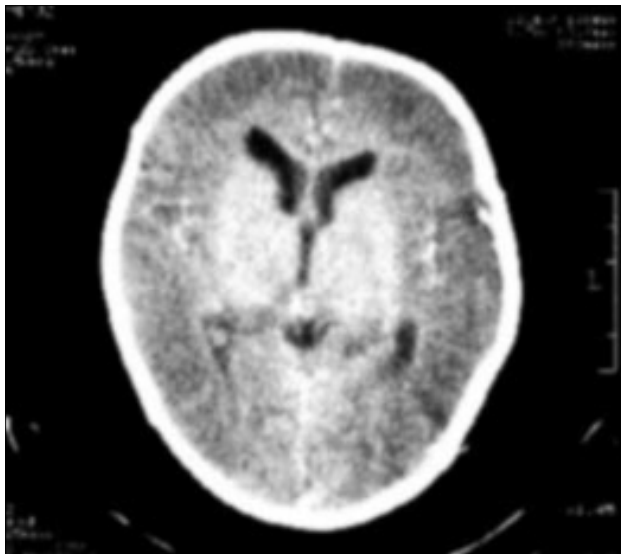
TAC cerebral. Se evidencian signos de edema cerebral: desaparición de las circunvoluciones cerebrales, desdiferenciación cortico-subcortical y estrechamiento de los ventrículos.
